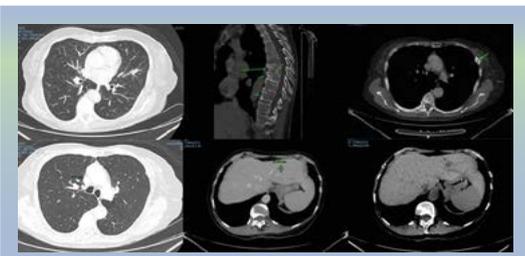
TC con compromiso de múltiples órganos por metástasis de melanoma.
